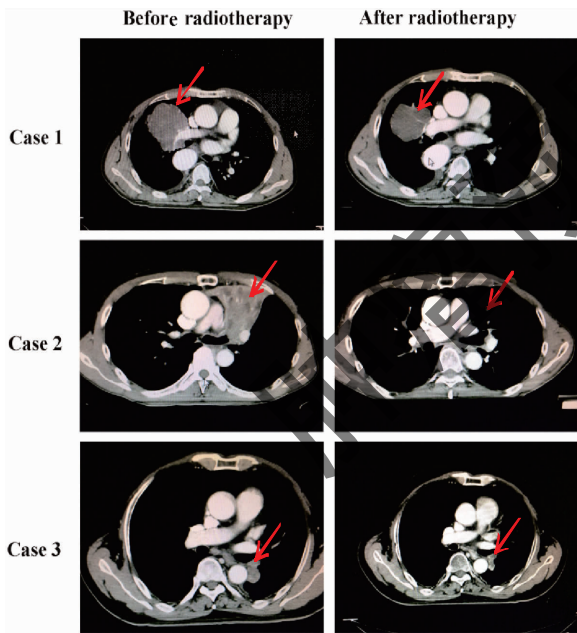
3 例代表性 NSCLC 患者放疗前后胸部 CT 图像
